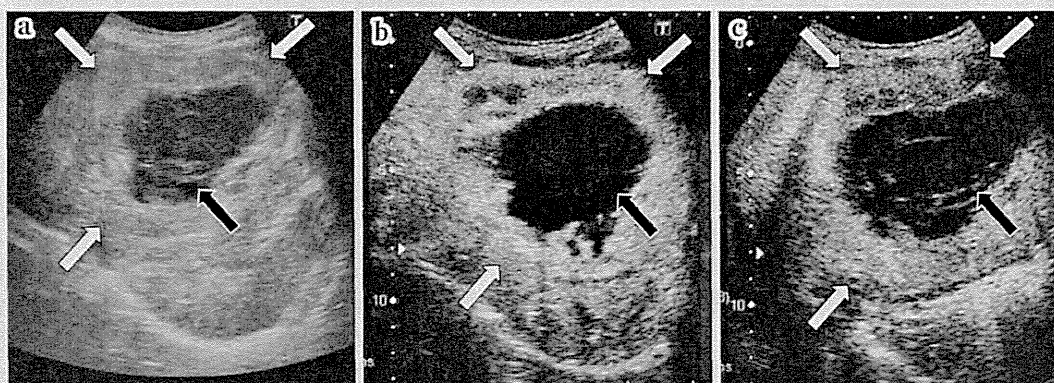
Abdominal ultrasound findings
